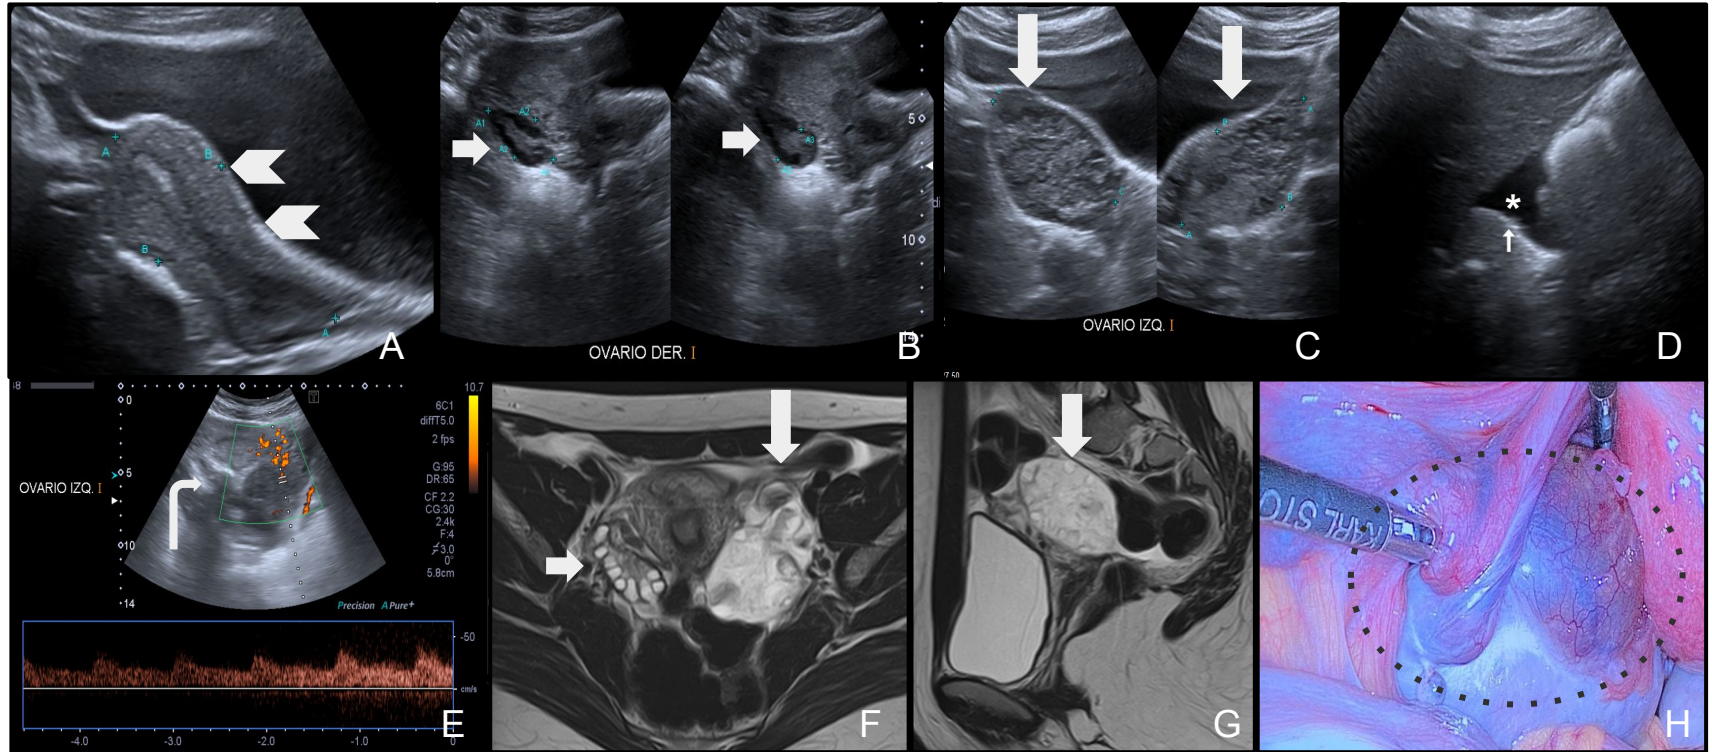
Paciente en estudio por dolor abdominal en fosa iliaca derecha y náuseas. A, B, C, D y E) Ecografía transabdominal. F y G) Resonancia Magnética H) Imagen intraoperatoria. Útero en anteversoflexión (cabeza de flechas en A). Ovario derecho de características conservadas (flechas cortas en B y F). Ovario izquierdo aumentado de tamaño, de aspecto edematoso con folículos periféricos (flechas largas en C, F y G). Vascularización al examen Doppler con flujo espectral de baja resistencia (flecha curva en E). Escasa cantidad de líquido libre en fondo de saco de Douglas (asterisco en D). Se realizó una laparoscopia exploradora donde se confirmó la Torsión anexial izquierda (Círculo punteado en H).
